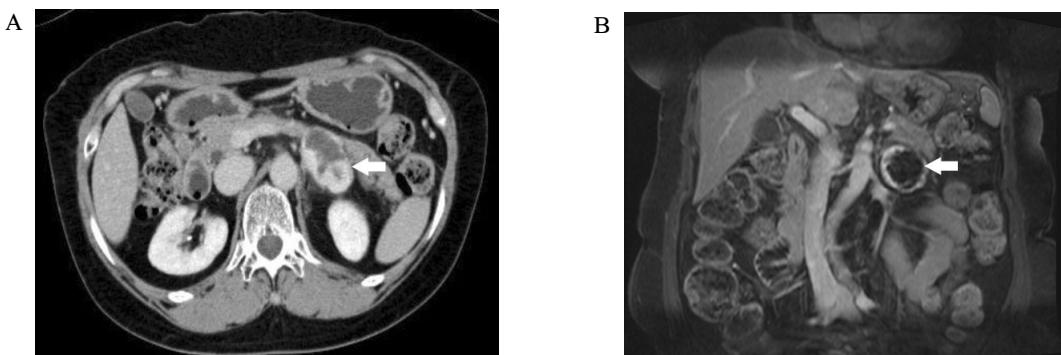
A. Abdomen CT showed 4.5 × 3.4 cm sized septated cystic mass with peripheral enhancing portion, arise from lateral lime of Lt. adrenal gland abutting pancreatic tail portion. B. MRI showed cystic mass with internal septal and rim enhancement in the pancreatic tail, which have T1 low, T2 high signal intensity.
